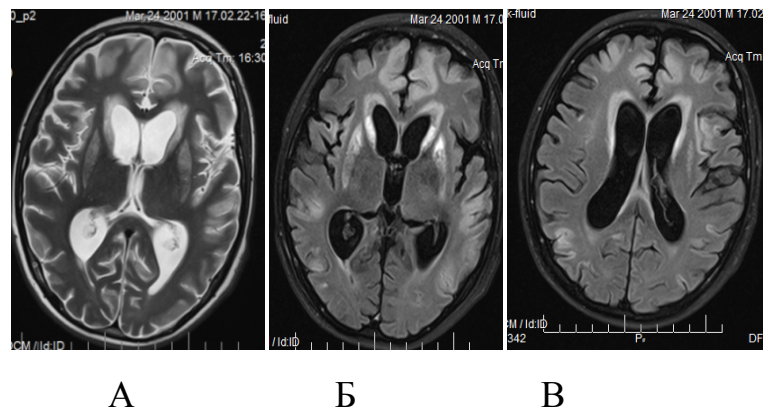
МРТ головного мозга пациента К. Т2-ВИ (А), FLAIR ИП (Б,В)
